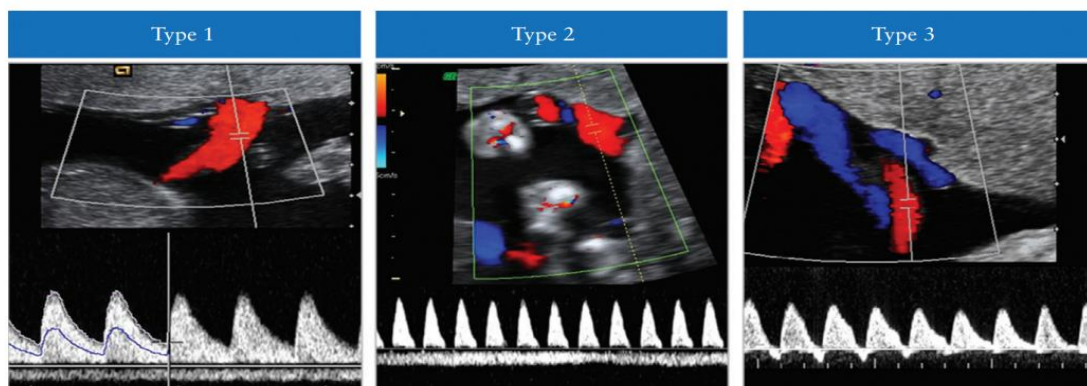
características de Doppler de arteria umbilical en estadio I, II y III de restricción de crecimiento intrauterino selectivo (1)
